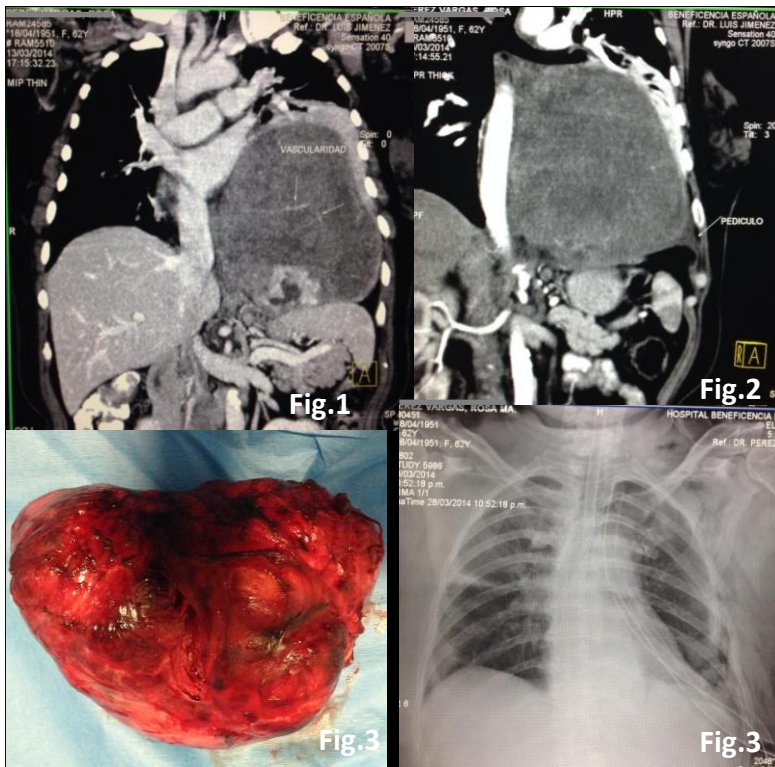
TAC de tórax contrastada con tumor de 13.8 x 17.6 cm; realce positivo con el medio de contraste (sugiere vascularización) y en su interior zonas de necrosis.
